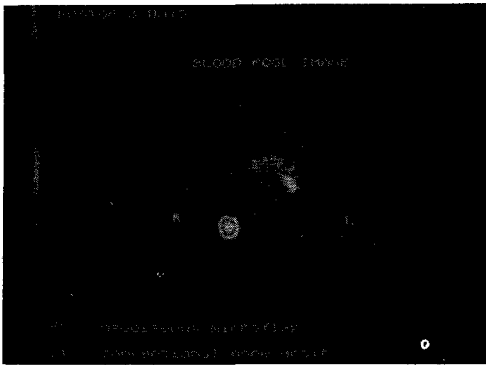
The scintigram of postoperative 3 day showing hot uptake on the neo-osseous flap. There was no prominent uptake on the left mandible which had been reconstructed with conventional bone graft.
